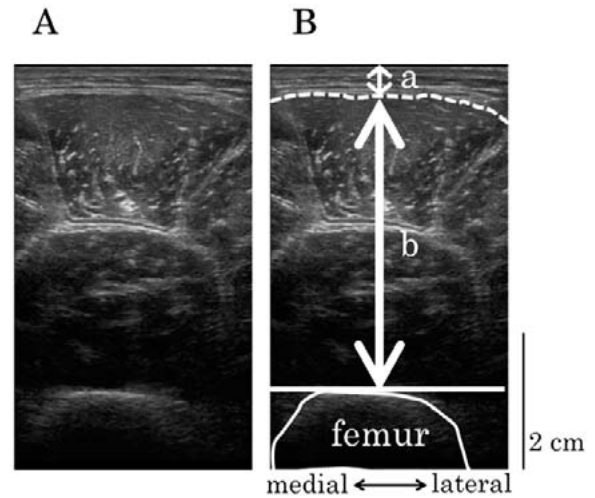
Representative ultrasound images of the thigh (A and B). a: Subcutaneous fat thickness, b: Muscle thickness
